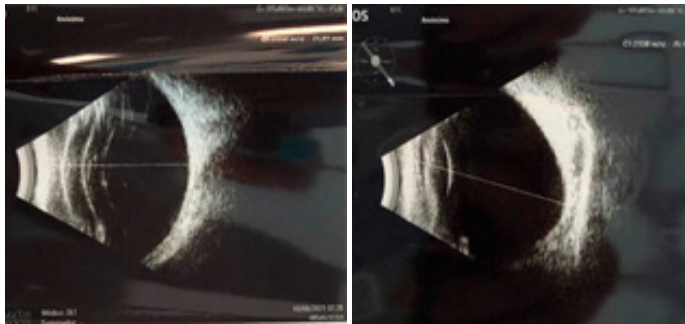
Ecografía ocular, se evidencia OD normal y OS con miopía axial y estafiloma posterior.
